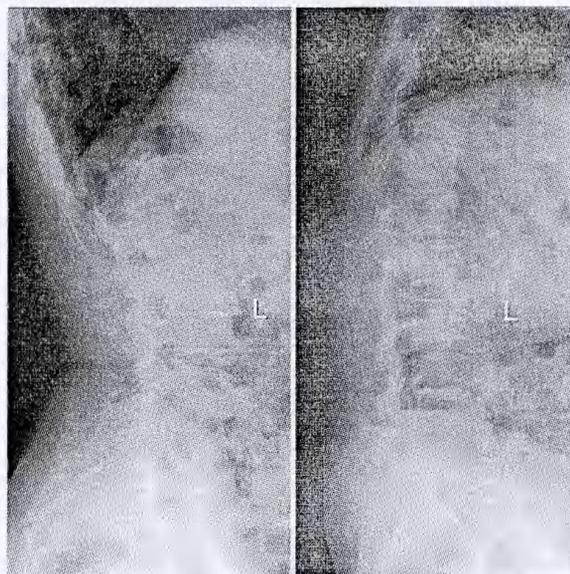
术前腰椎过伸过屈位X线片示腰4椎体I度前滑脱
